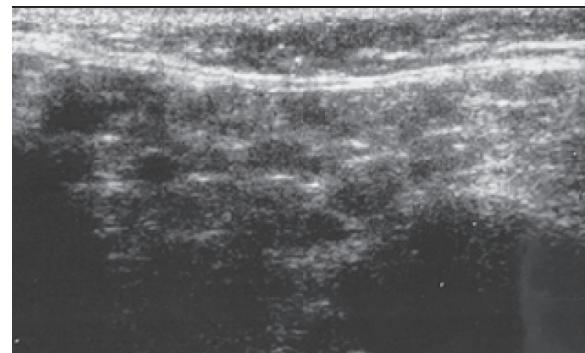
Характерные изменения околоушной слюнной железы при УЗИ у пациентки Д., 10 лет с первичным СШ.
